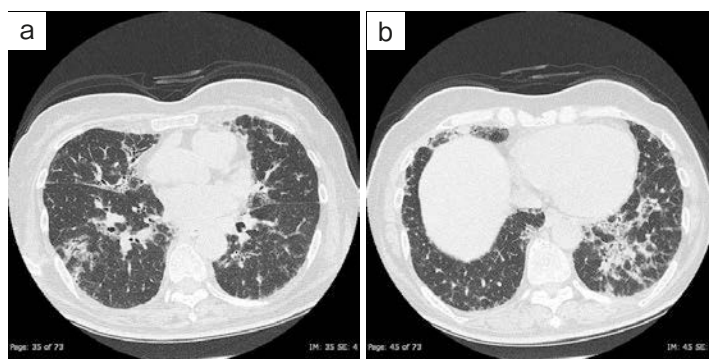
Chest computed tomography findings on admission. Computed tomography of the chest scans showed (a) peribronchovascular ground-glass opacities, (b) consolidations in the left lower lobe.
